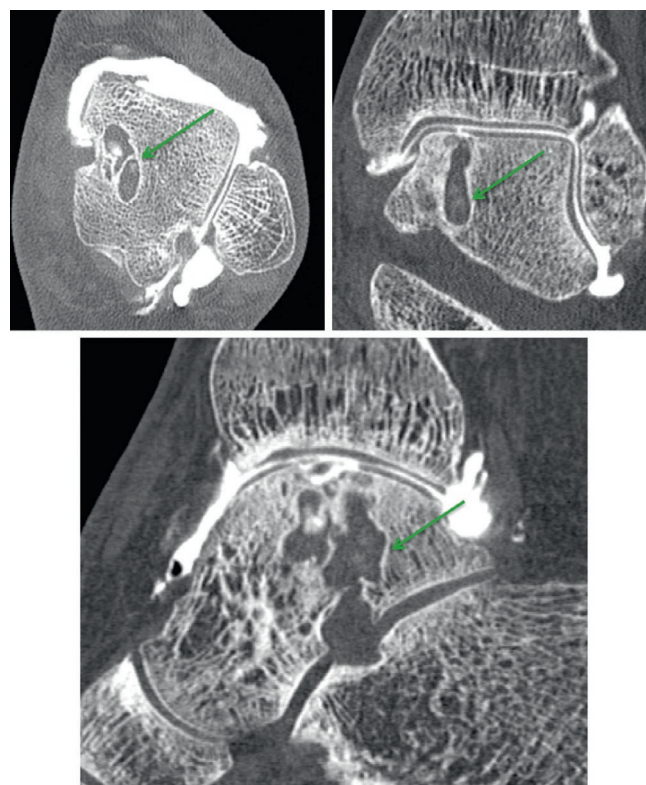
Image au CT-scanner démontrant la ligne dense et scléreuse aux bords de la lésion kystique, signant l'impaction de l'os sous-chondral lors du développement du kyste.
